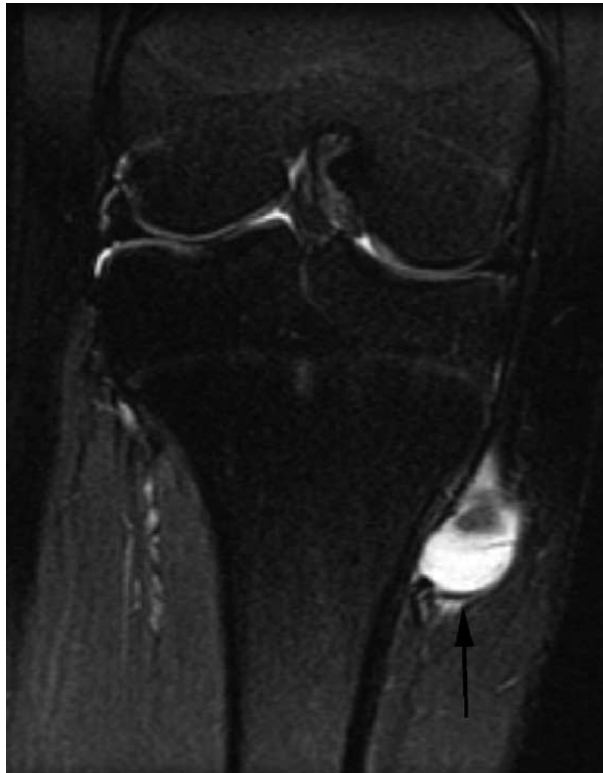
IRM montrant une exostose tibiale proximale chez un adolescent [26].
